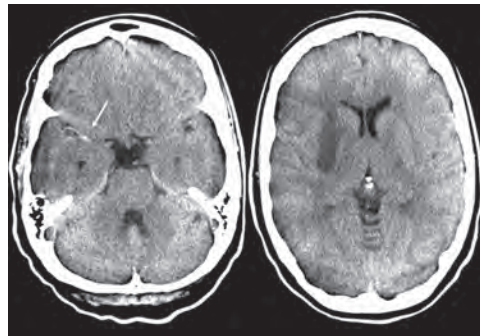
В22.13 Повторная КТ без контрастного усиления, аксиальная проекция (1 день спустя). Слева: сохраняющаяся гиперденсивность СМА (стрелка). Справа: демаркация большого инфаркта в области скорлупы.
